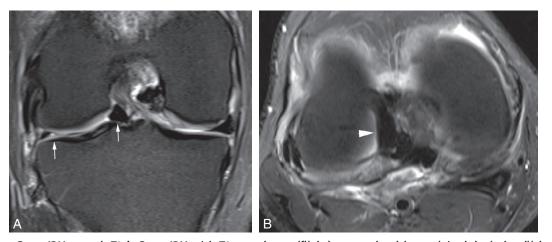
a. Coupe IRM coronale T2. b. Coupe IRM axiale T2: anse de seau (flèche) avec une bandelette méniscale luxée dans l'échancrure (tête de flèche).
